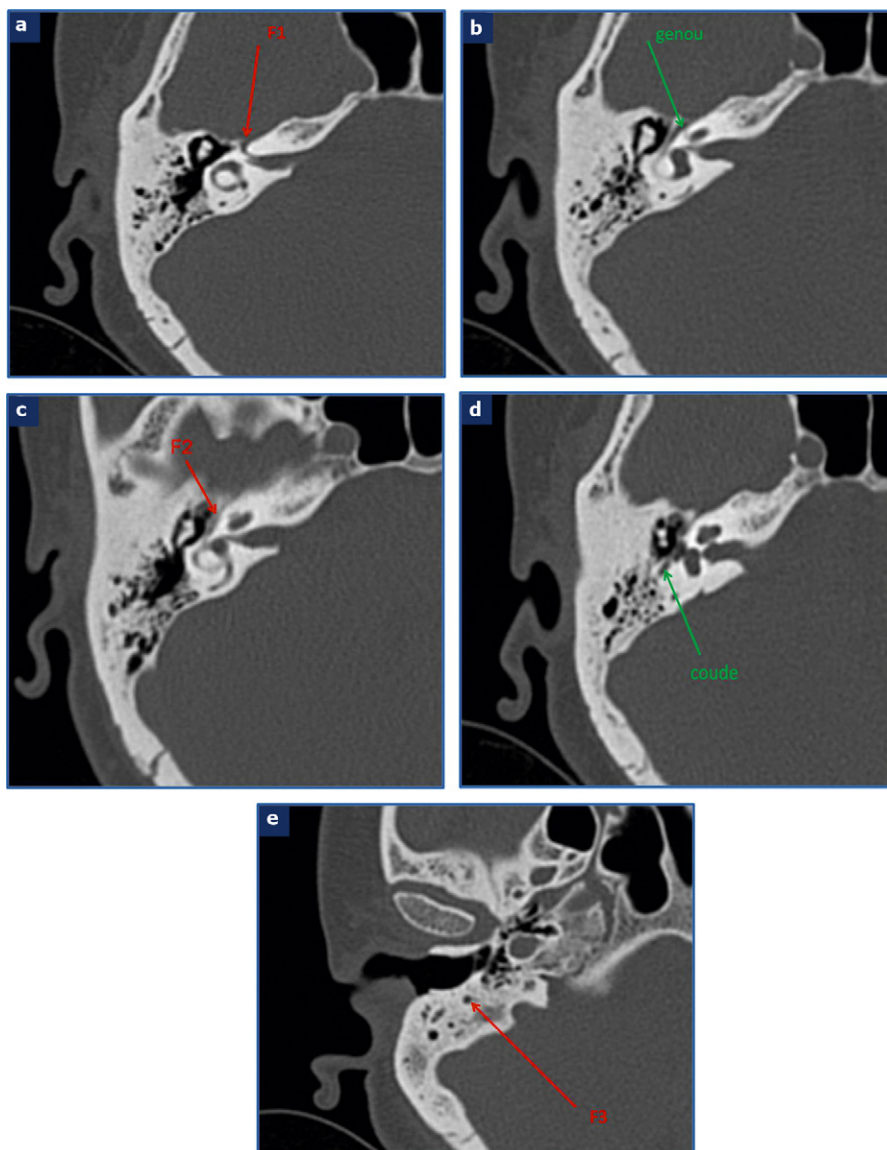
TDM en coupes axiales spiralées directes : nerf facial dans ses différentes portions : labyrinthisque F1 (a), genou (b), tympanique F2 (c), coude (d) et mastoïdienne F3 (e).
